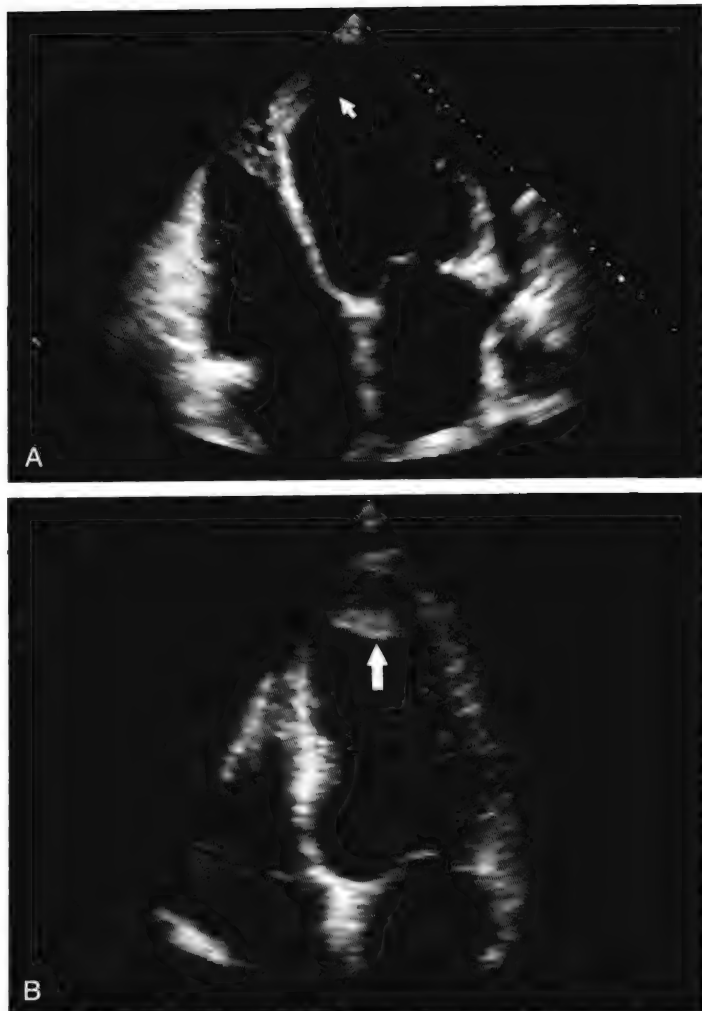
A和B，2例并发左室血栓患者的心尖四腔切面表现。A图可见固定不动的机化血栓（箭头所示）。B图可见在运动消失区域形成的游动性血栓（箭头所示），伴有心尖室壁瘤形成。B图患者在此次超声心动图检查数小时后发生了脑卒中。
